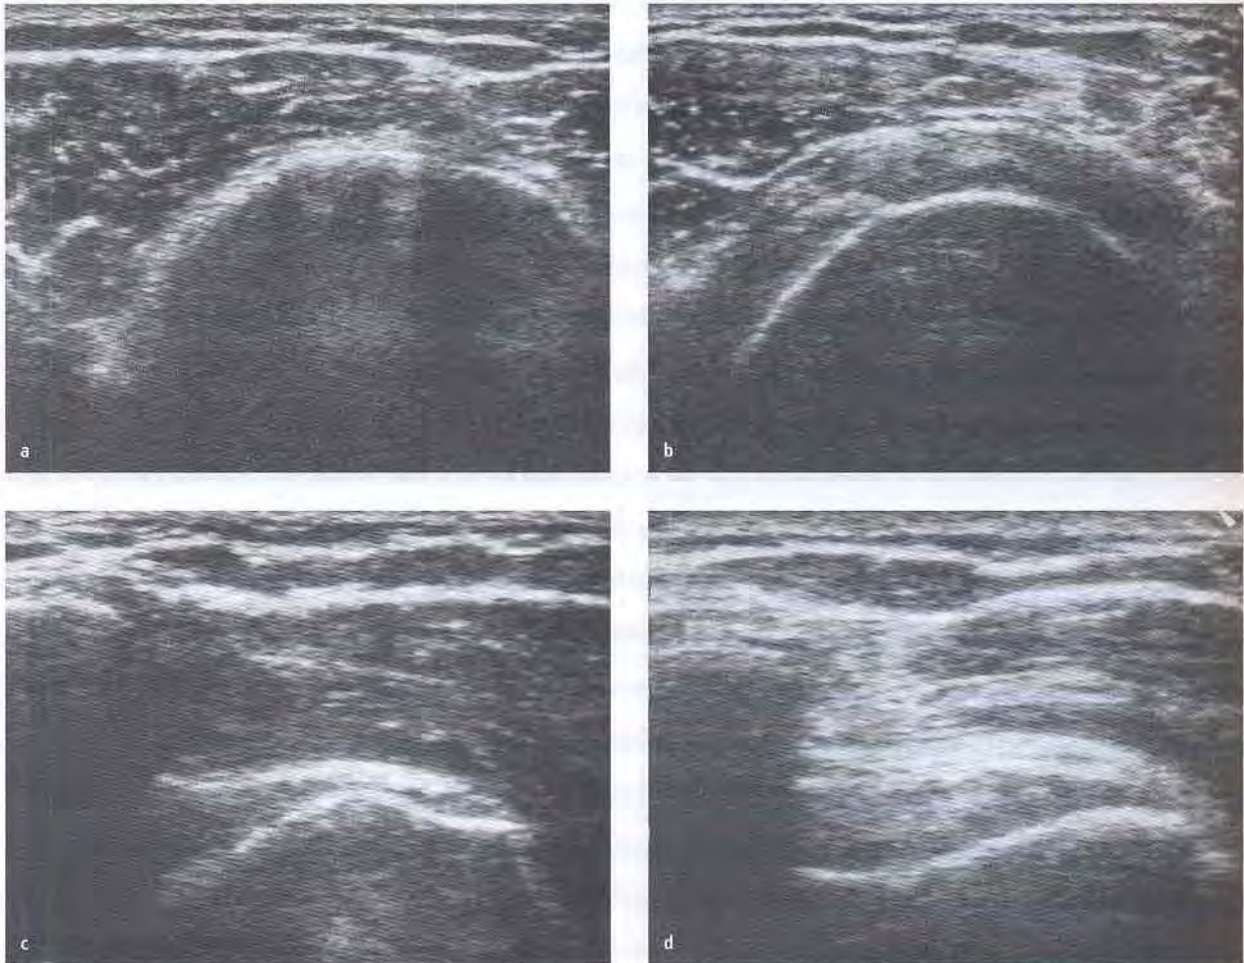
59-jähriger Patient mit dem typischen sonographischen Befund einer Humeruskopfglatze des rechten Schultergelenks (a, c) im Vergleich mit der unauffälligen Gegenseite (b, d). In beiden Standardschnittebenen der lateral-superioren Region liegt bei kompletter Rotatorenmanschettenruptur der M. deltoideus unmittelbar auf dem Humeruskopf auf. Dieser steht im Seitenvergleich sowohl ventralisiert (a, b) als auch kranialisiert (c, d).
